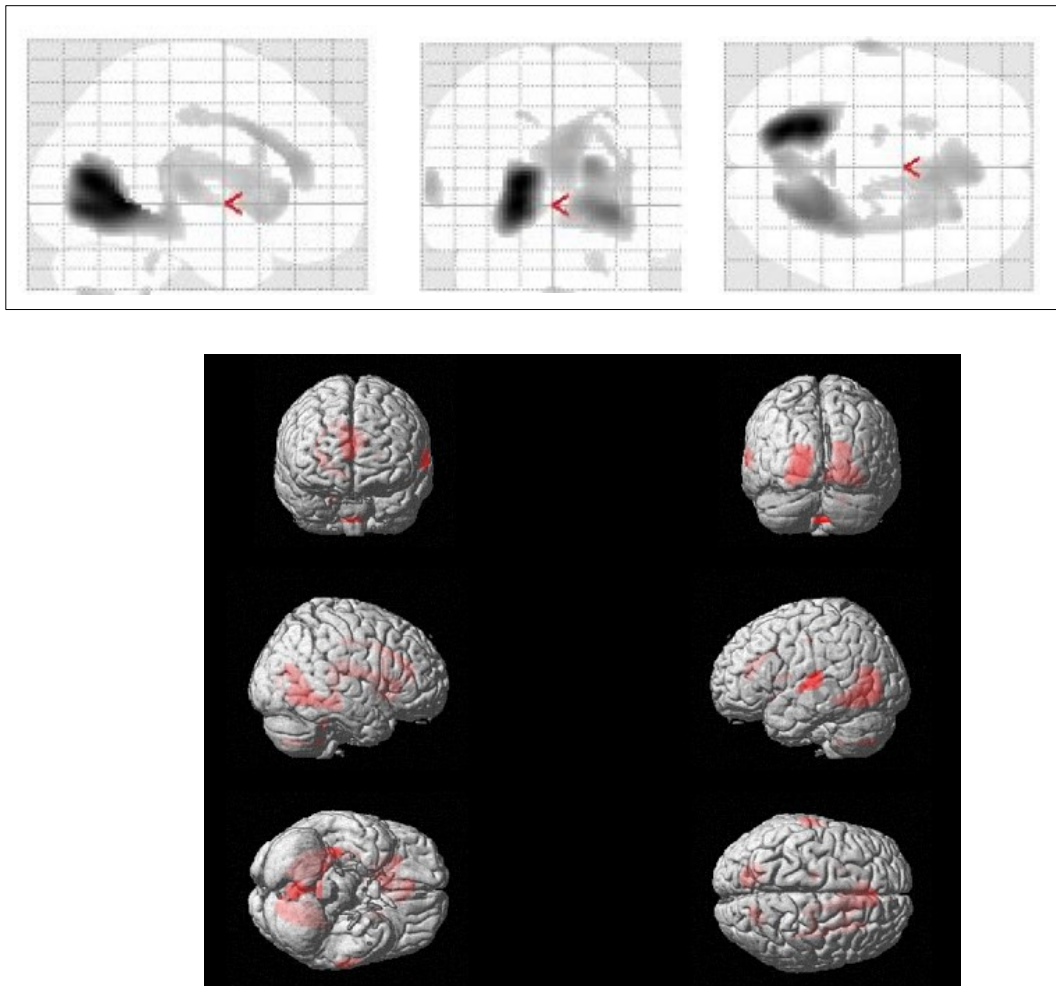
a und 26 b: Vergleich der normalisierten und geglätteten ^{18}F -FDG-PET Aufnahmen von 34 Patienten mit LKB und leichter AD dichotomisiert in Gruppe der Patienten mit niedriger CR ($n = 22$; prämorbid Intelligenz: z-score $\leq 0,6$) und Patienten mit hoher CR ($n = 12$; prämorbid Intelligenz: z-score $> 0,6$). Die Abbildungen stellen die Gebiete mit Hypometabolismus in der Gruppe der Patienten mit hoher CR nach dem Vergleich und unter Anwendung der Kovariate MMSE dar. Der Grenzwert liegt bei 10 zusammenhängenden Voxel, auf die das Kriterium $p \leq 0.01$ zutrif. Die SPM(T) t-Test-Darstellungen sind als a) Glasgehirn und als b) 3D gerenderte Abbildung des Gehirns abgebildet.
